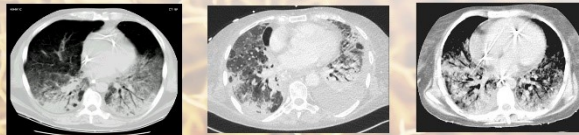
Imágenes CT de los distintos estados.
